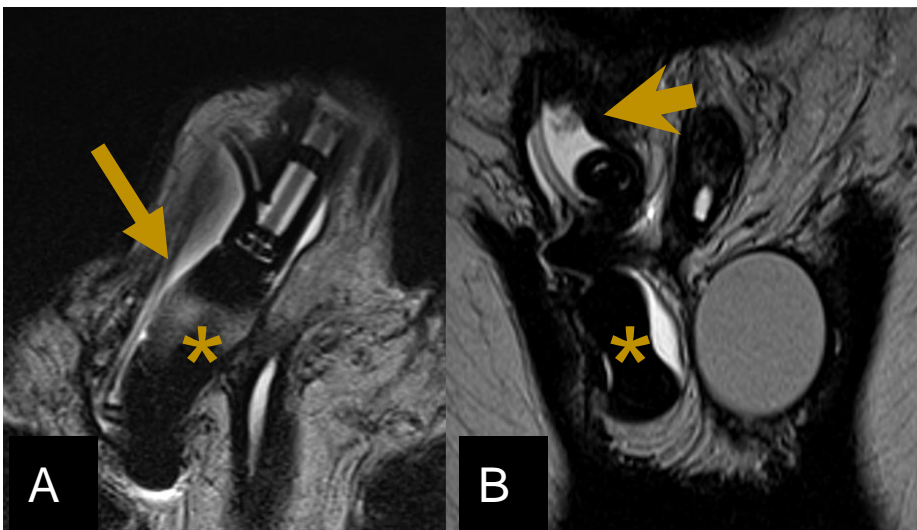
RM de pene, A) Secuencia T2 axial B) secuencia T2 coronal. Se visualiza colapso parcial de la bomba escrotal (Asterisco) con colección peribomba (flecha) y circundando la prótesis en la raíz del pene (punta de flecha).
